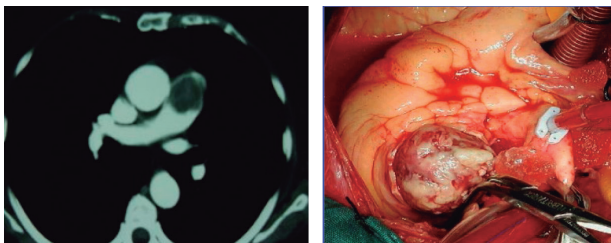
A. Tomografía donde se observa la invasión del sarcoma de ventrículo derecho a la arteria pulmonar izquierda. B. Foto operatoria donde se observa el sarcoma implantado en el ventrículo derecho en el momento de su extracción (Caso 2).
